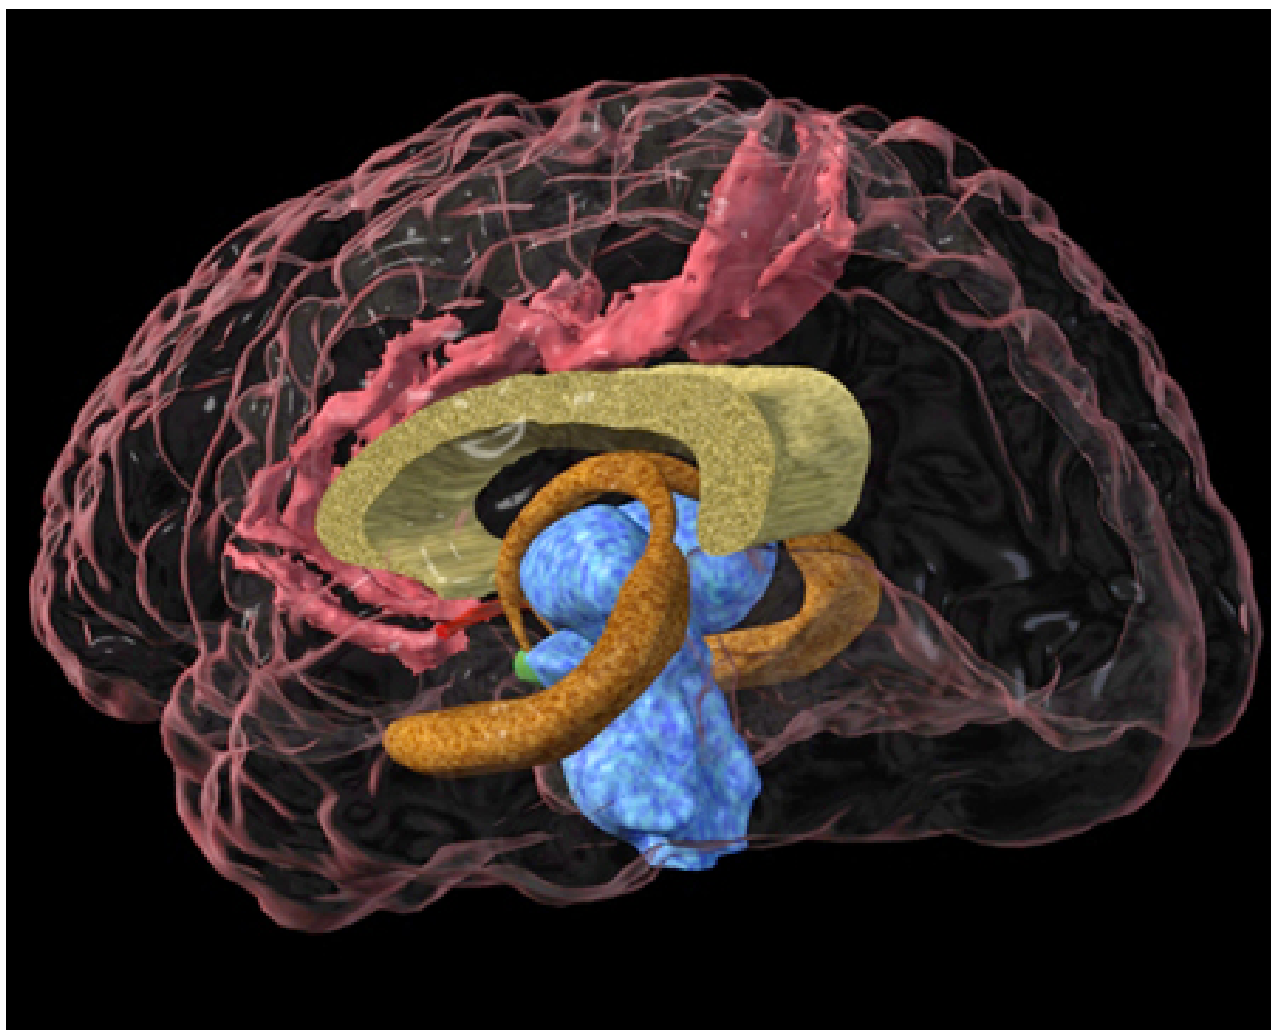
Ressonância nuclear magnética (RNM) tridimensional mostrando o sistema límbico, incluindo o hipocampo (marrom)
